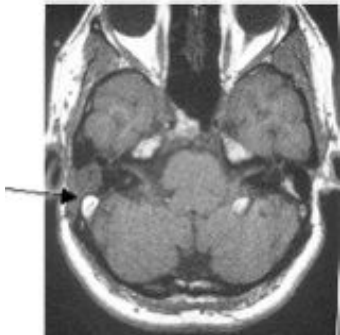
IRM en séquence T1 : Hypo-signal au niveau de la cavité opératoire
